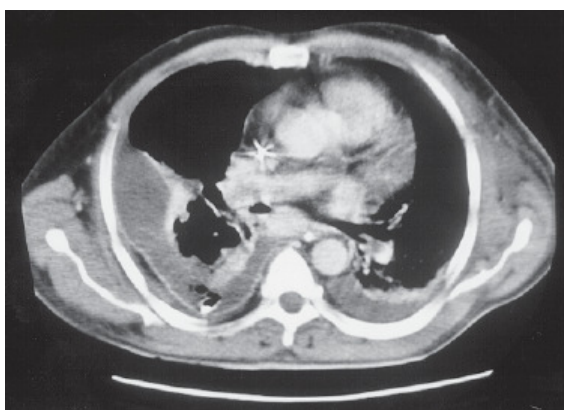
Tomografia computadorizada helicoidal mostra êmbolos com calcificações, que determinam falha de enchimento na artéria pulmonar . Fonte: Muntasir , A *et al* 2006
